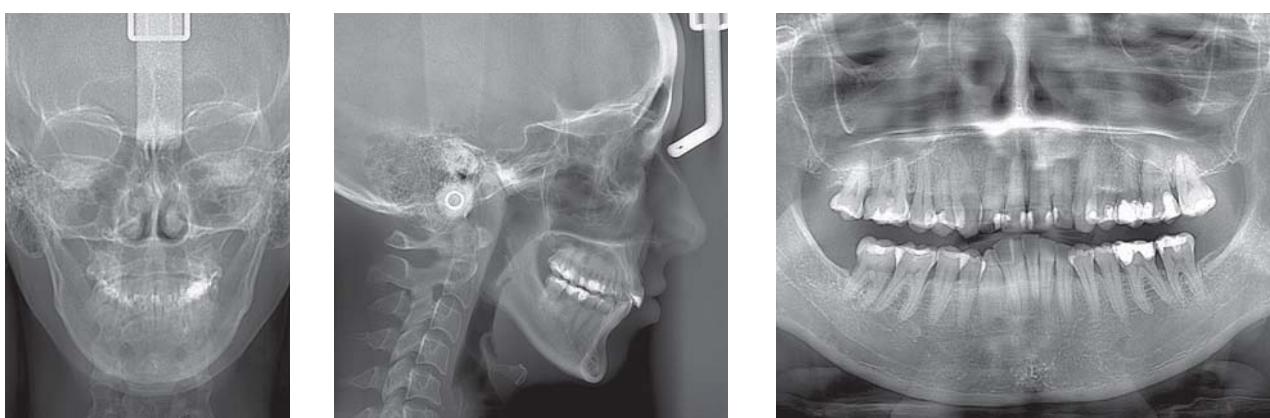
Рентгеновские снимки до расширения: а) боковая ТРГ, б) фронтальная ТРГ, в) ОППГ.
